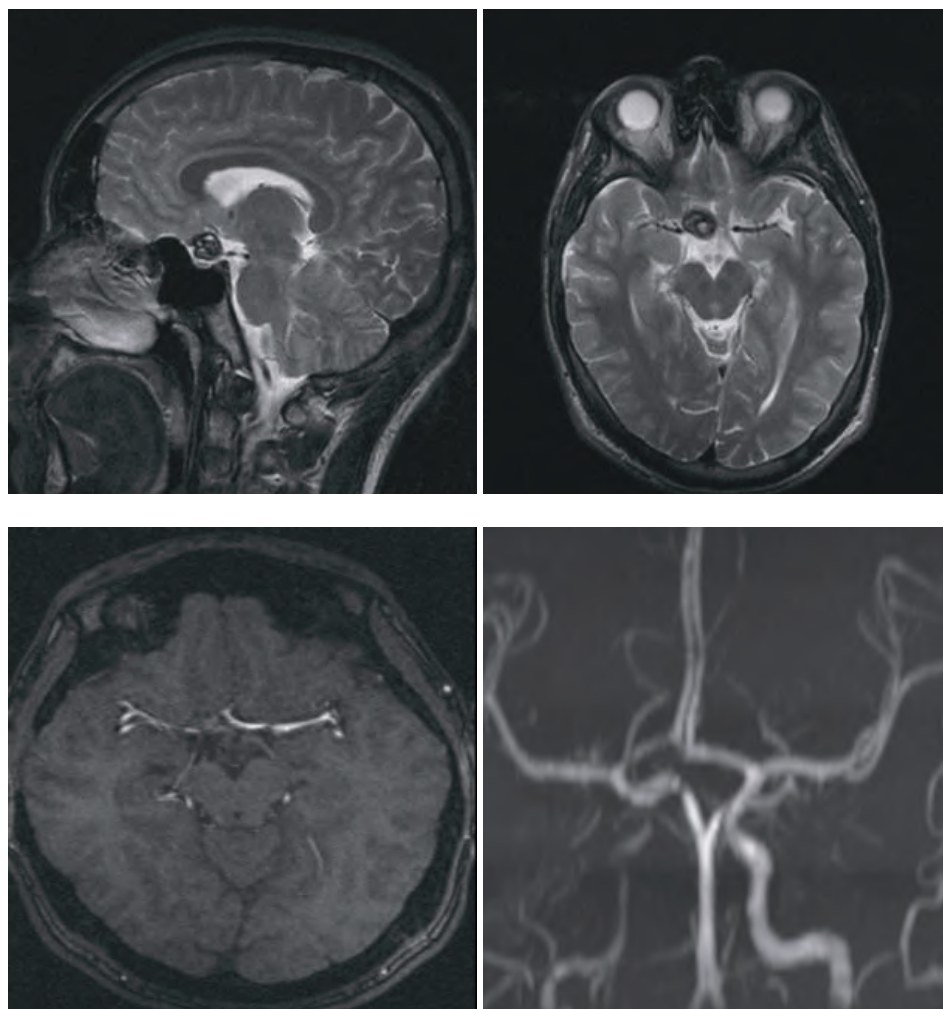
МРТ головного мозга в ангиорежиме.
